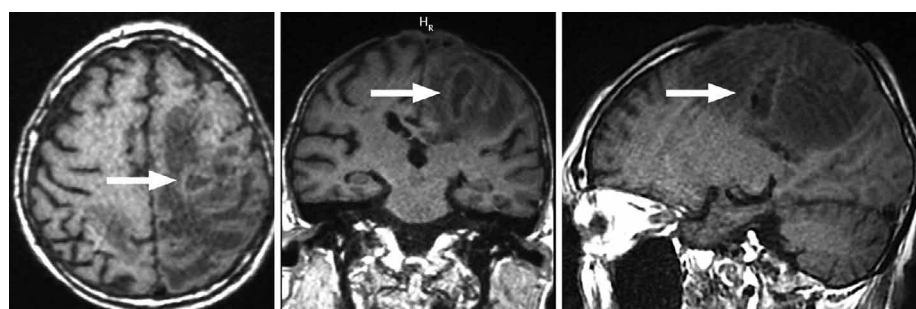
Клиническое наблюдение 1. Результаты МРТ через 12 месяцев после ДЛТ. На T1-ВИ в трёх стандартных проекциях определяется абсцесс левой лобной доли (стрелка) с масс-эффектом и перифокальным пальцевидным отёком.
